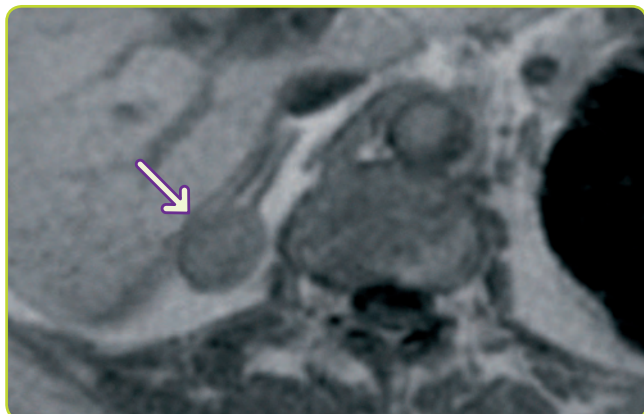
RM de adenoma suprarrenal derecho.
